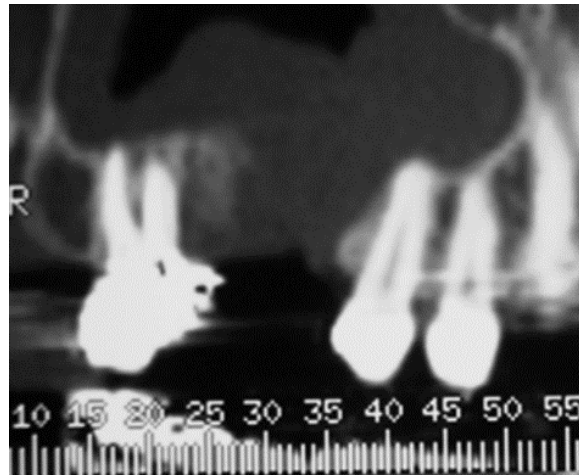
Imagen de tomografía computarizada que revela una COS de 8 mm de tamaño con sinusitis crónica (4)
